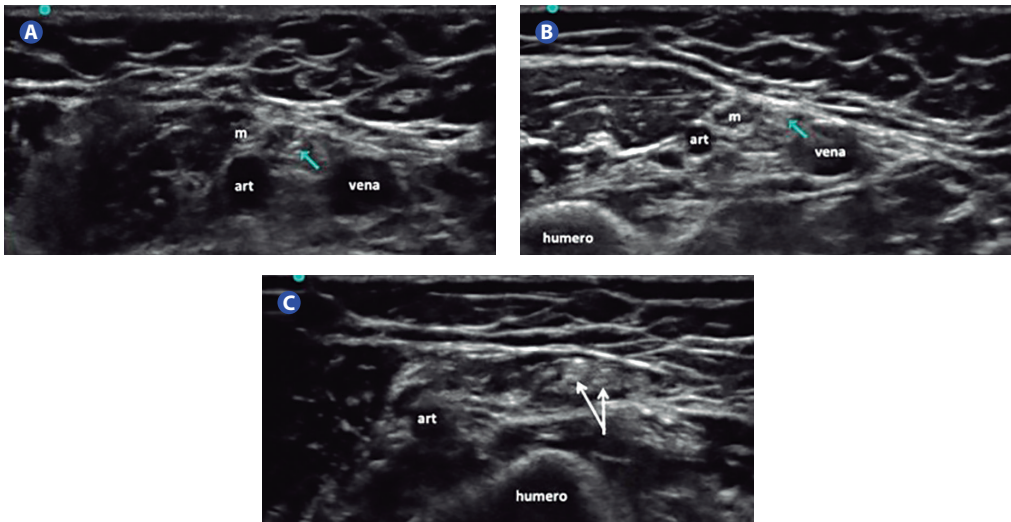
Visualización mediante ultrasonidos del nervio cutáneo medial del antebrazo.
